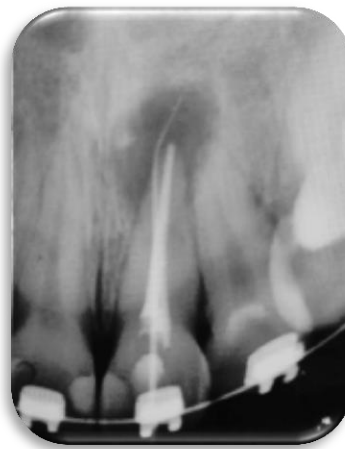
Radiografía que muestra trayecto fistuloso. Septiembre 2018.
